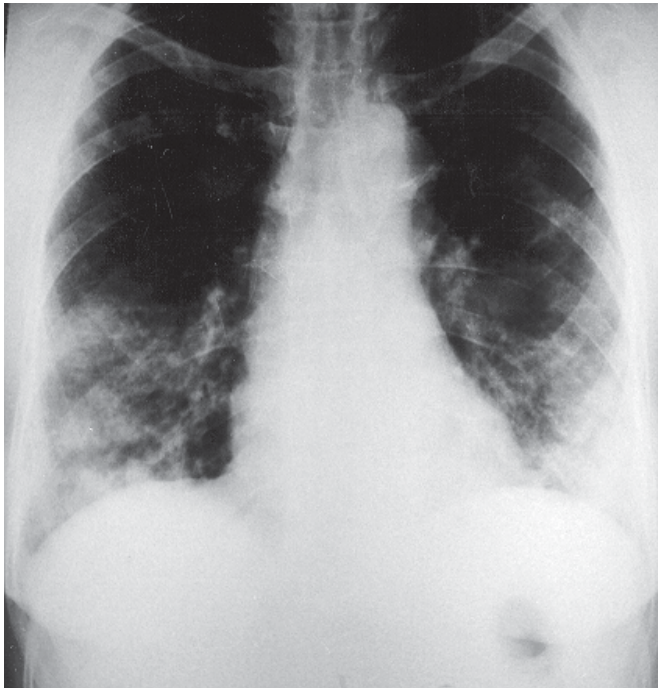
Radiografia do tórax mostrando infiltrado interstício-alveolar bilateral, com áreas de consolidação e infiltrado reticular, com predomínio nas bases
